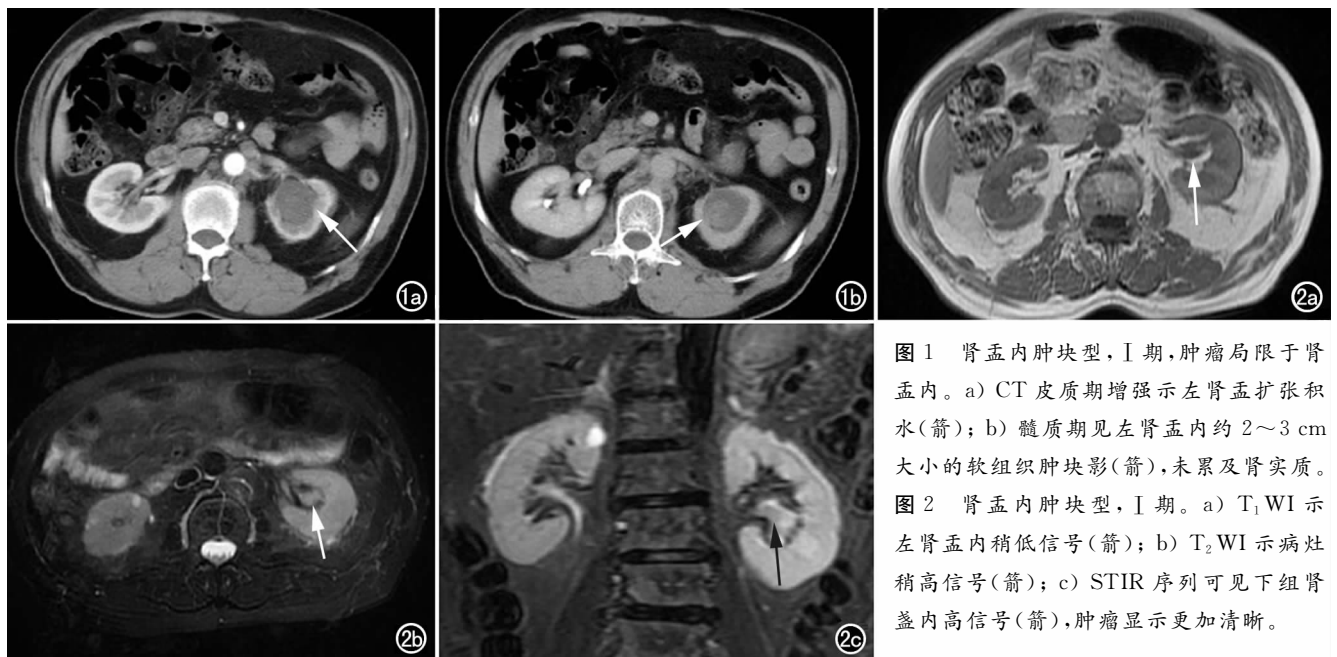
肾盂内肿块型, I 期, 肿瘤局限于肾盂内。a) CT 皮质期增强显示左肾盂扩张积水(箭); b) 髓质期见左肾盂内约 2~3 cm 大小的软组织肿块影(箭), 未累及肾实质。图 2 肾盂内肿块型, I 期。a) T₁WI 示左肾盂内稍低信号(箭); b) T₂WI 示病灶稍高信号(箭); c) STIR 序列可见下组肾盂内高信号(箭), 肿瘤显示更加清晰。
